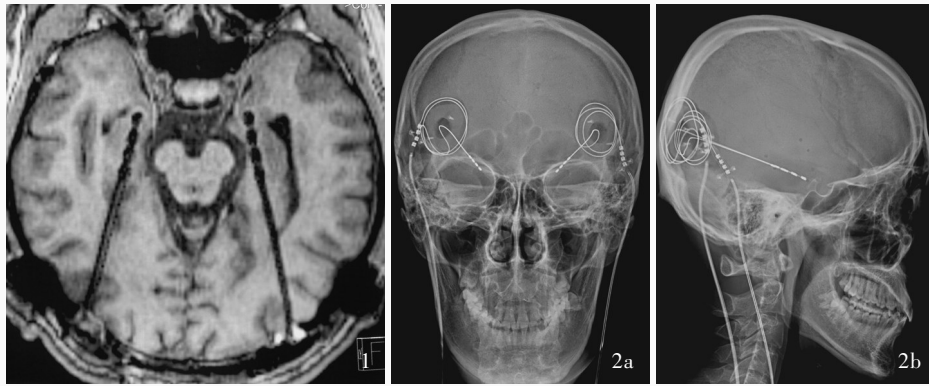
AH-DBS术中头部横断面T<sub>1</sub>WI显示,双侧电极植入海马-杏仁核位置精准 图2 AH-DBS术后第2天颅骨X线检查所见 2a 正位X线显示双侧电极位置对称 2b 侧位X线显示电极经枕部入路到达海马-杏仁核
